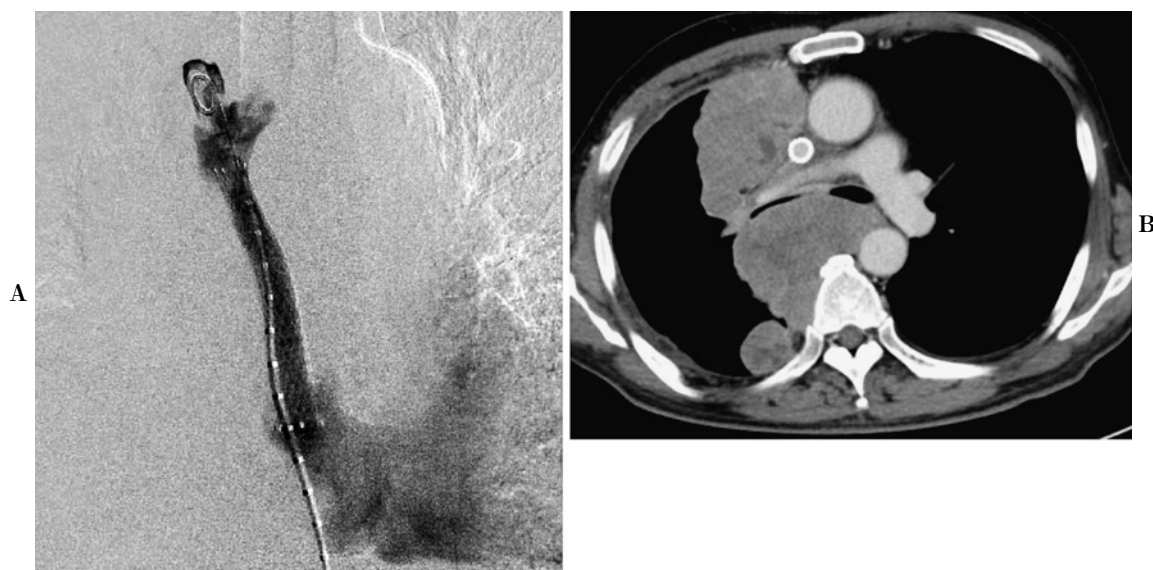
An angiograph (A) and CT scan (B) of the poststenting superior vena cava.
